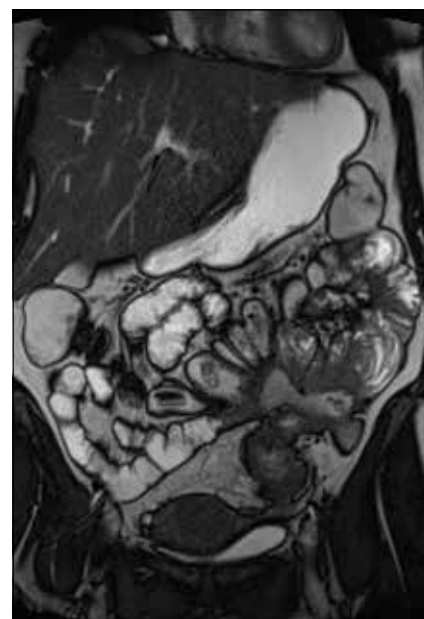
Abscès inter-anse associé à une confluence d'anses jéjunales et iléales fistulisées entre elles en Entéro-IRM
